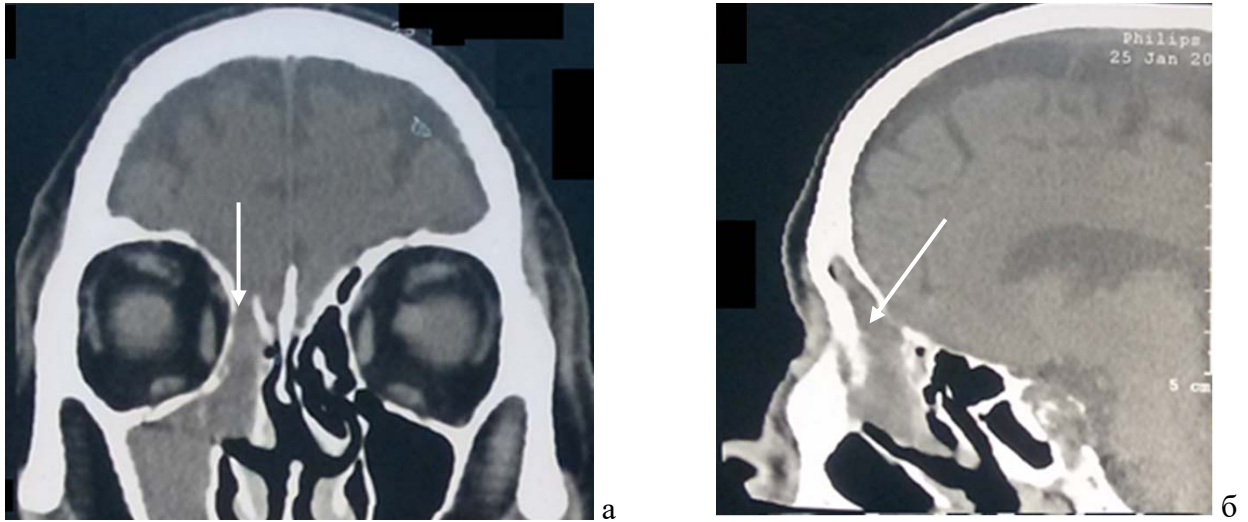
КТ околоносовых пазух: а - фронтальная проекция, б - сагиттальная проекция. Менингоцеле, дефект задней стенки правой лобной пазухи (указан стрелками)
